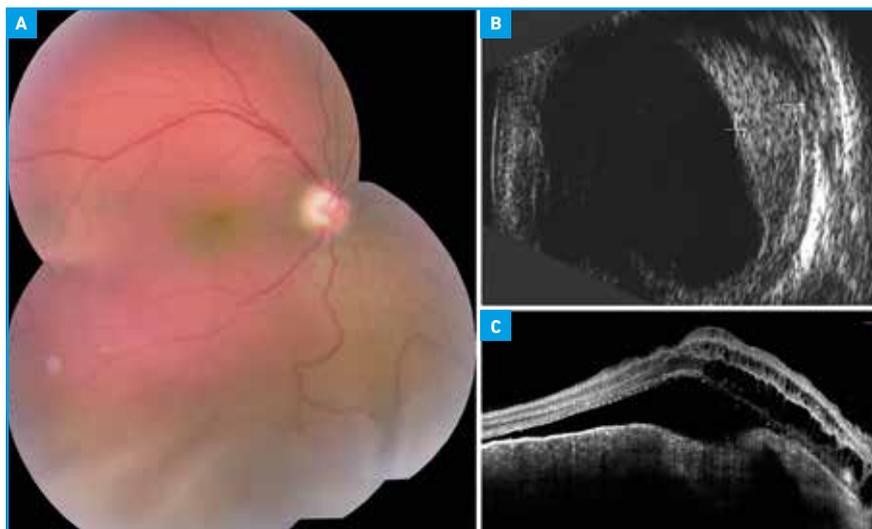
Hémangiome choroïdien diffus. A. Fond d'œil révélant une vaste lésion choroïdienne rouge orangé, surmontée d'un décollement de rétine exsudatif. B. Échographie montrant un épaississement diffus, iso-échogène, d'une grande partie de la choroïde. C. OCT montrant des signes d'exsudation intra- et sous-rétiens.
